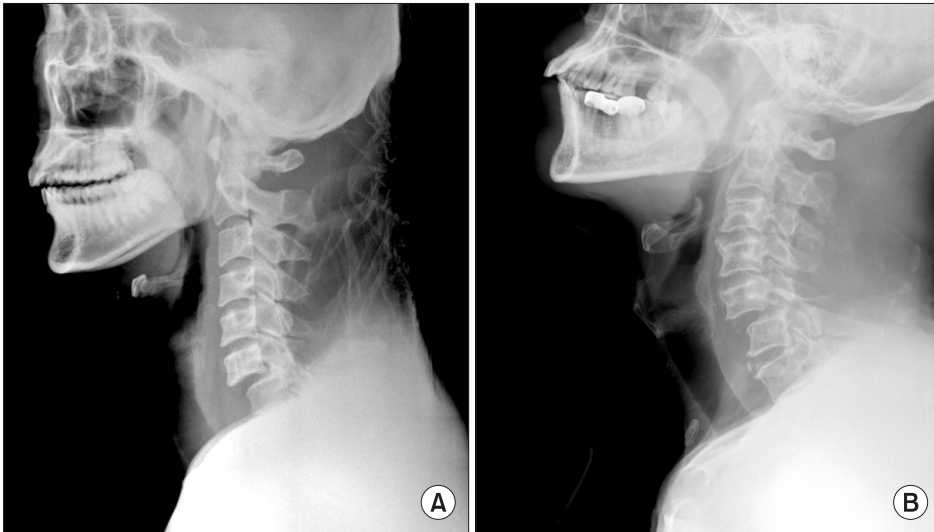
(A) Lateral view radiograph of a 31-year-old male. Listhesis of C6 on C7 with dislocation of the left unilateral facet joint. Unilateral complete interlocking of the articular facets is shown. (B) Lateral view radiograph of a 61-year-old male. Listhesis of C5 on C6 with dislocation of the right unilateral facet joint.
